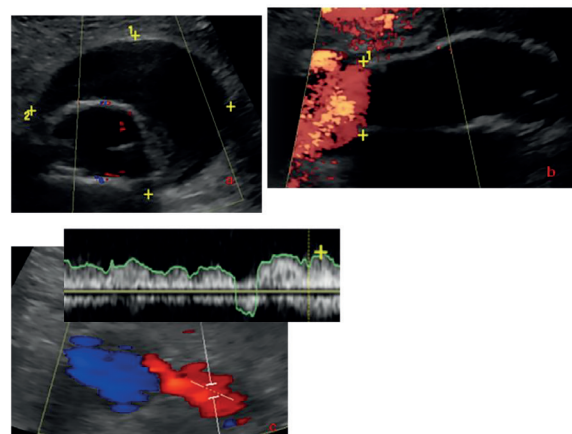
Eco-Doppler no pós-operatório:
